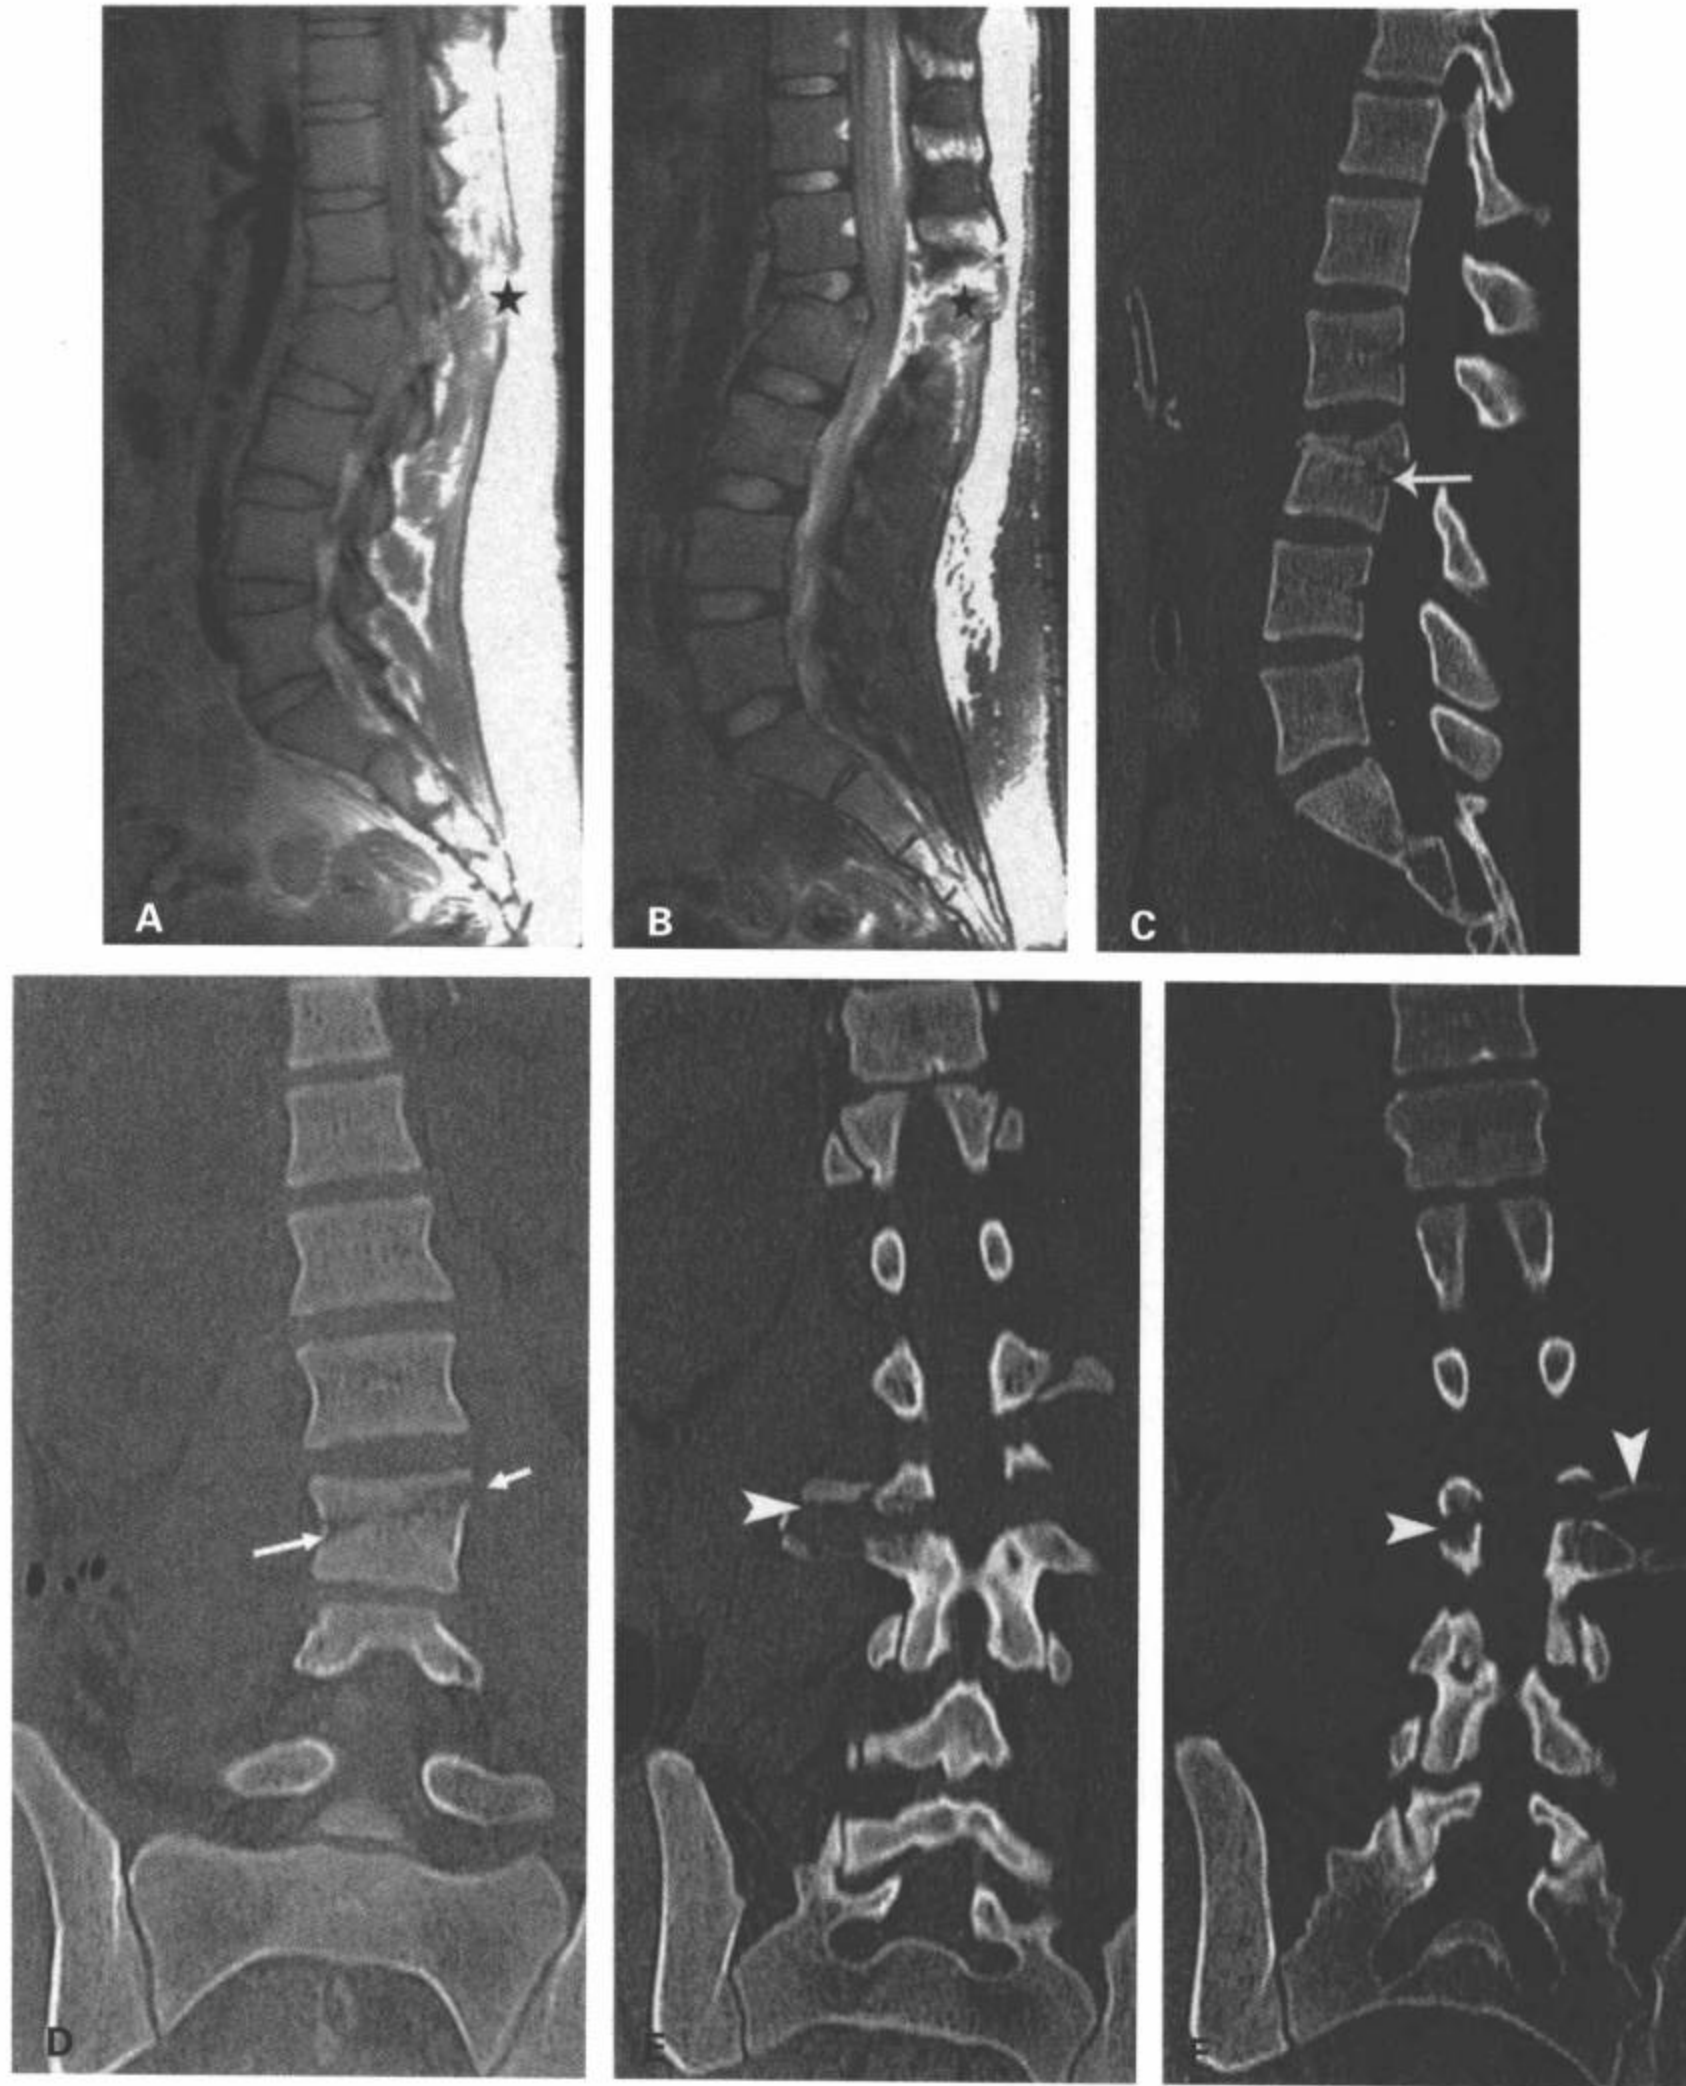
损伤的屈曲分离机制。不同病人腰椎的MRI矢状面质子密度(A)和T2脂肪抑制(B)图像及MDCT多平面重组矢状面图像(C)显示L3屈曲分离(Chance)骨折,伴棘间韧带断裂(星号)和椎体的水平方向的骨折(箭),后者的表现也见于前部冠状面重组图像上(D)。更向后的冠状面重组图像也显示右(E)和左(F)侧横突和椎弓根骨折(箭)。
